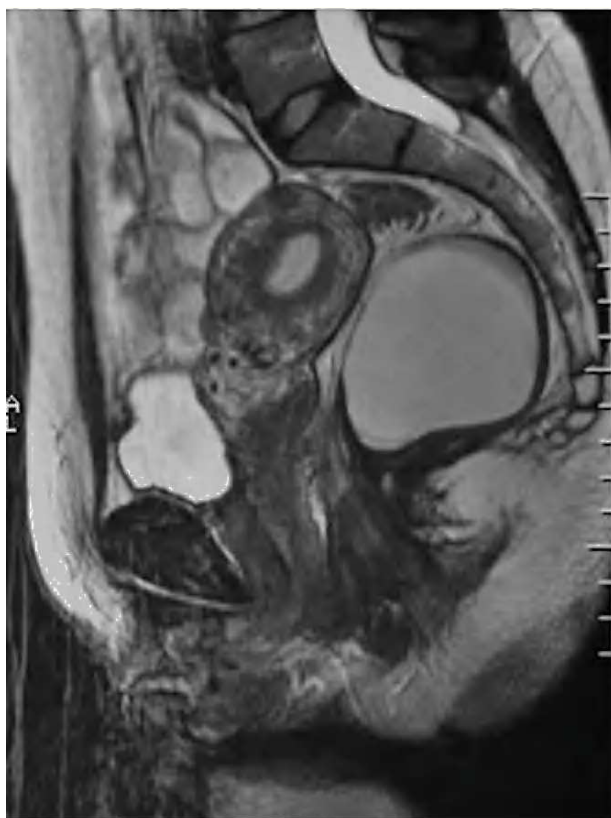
Corte sagital de resonancia magnética donde se visualiza la masa retrorrectal que desplaza hacia adelante todo el recto (paciente n.º 4).
